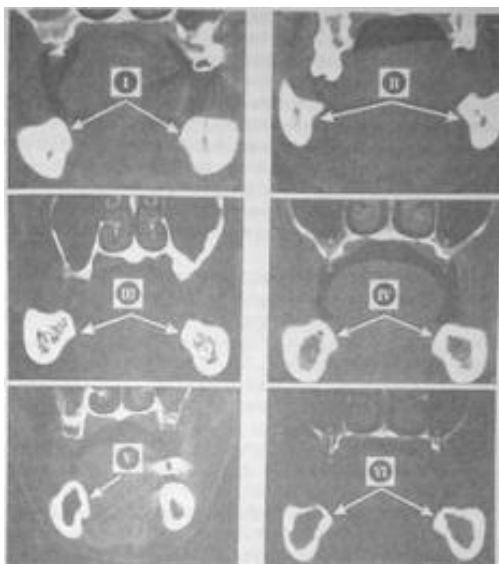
Шесть типов архитектоники костной ткани челюстей, верифицированных по изображениям, полученным с помощью компьютерной томографии
